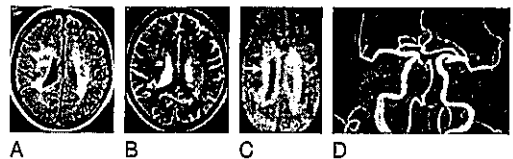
症候性ラクナ梗塞例。MRIのFLAIR(A)、T2WI(B)では側脳室周囲に高信号域を認めるが、最近の梗塞を同定出来ない。DWI(C)では最近生じた脳梗塞のみが高信号域(矢印)を呈する。MRA(D)では頭蓋内動脈に明らかな閉塞や狭窄を認めない。
